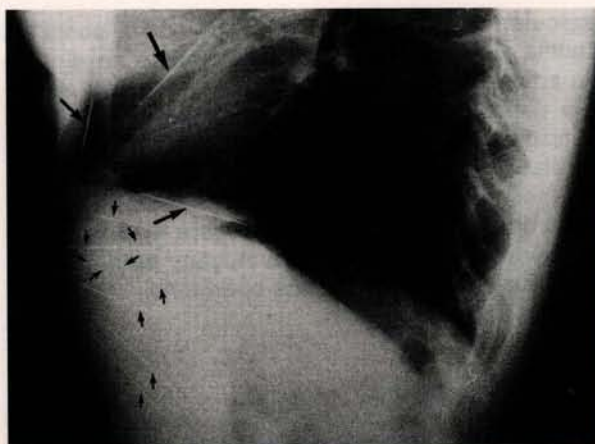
Radiografia de tórax pósterio-anterior da paciente de nº 2, com destaque para agulha intramiocárdica (seta)
